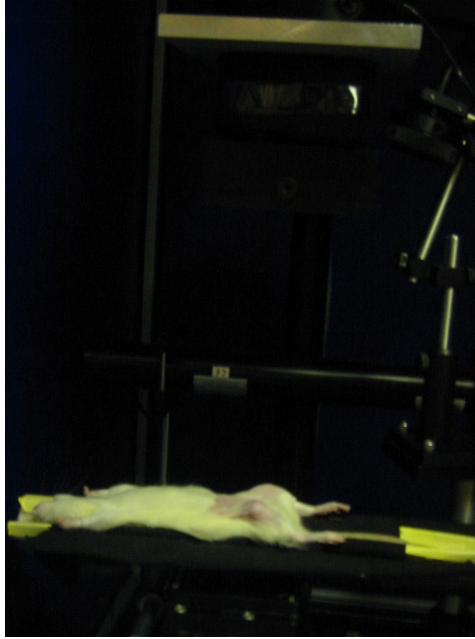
Ratte bereits zur 1h p.i. Aufnahme in Fixationsschiene fürs Röntgen im Optical Imager fixiert.
